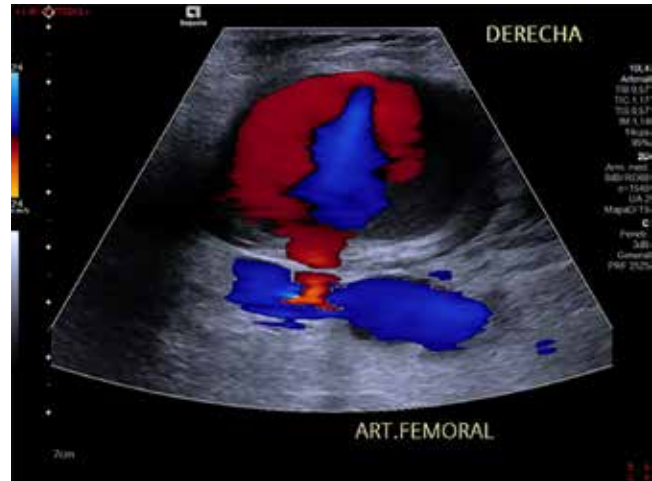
Ultrasonido Doppler color en donde se visualiza imagen clásica en “Ying Yang”.
